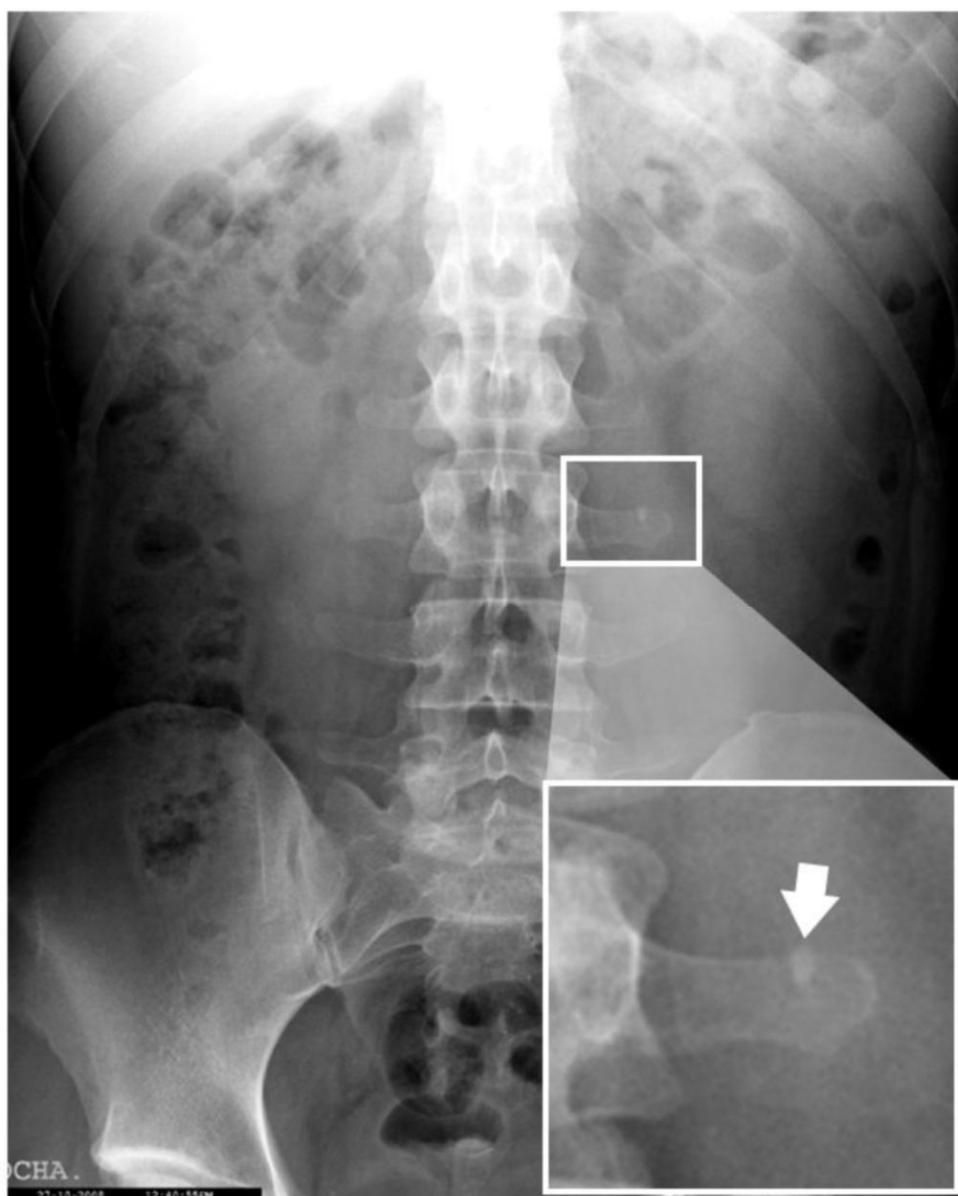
Radiografía simple de abdomen en decúbito en la que se observa una imagen de densidad calcio superpuesta a la apófisis transversa de L3 en relación con litiasis ureteral izquierda
